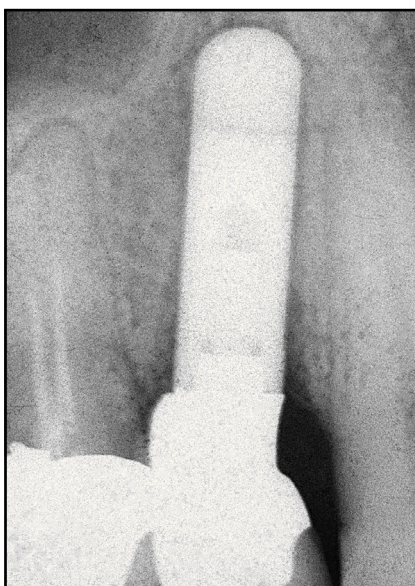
Radiografía periapical del implante fallido.
